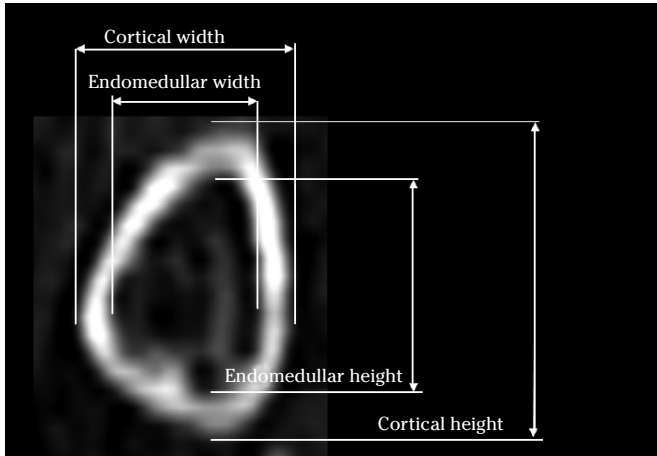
CT scan. Coronal plane showing width and height at the outer and inner cortical borders of the lamina.
